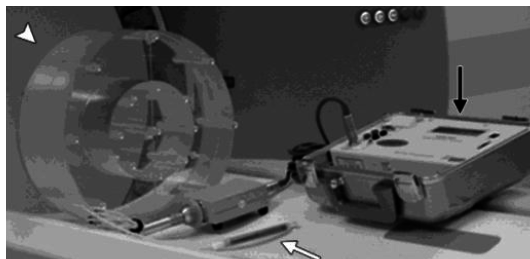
Esempio di strumentazione utilizzata per la caratterizzazione degli scanner CT: a sinistra un fantoccio acrilico composto di due sezioni che simulano tronco e testa umani e, a destra, uno strumento di rilevazione delle radiazioni.
